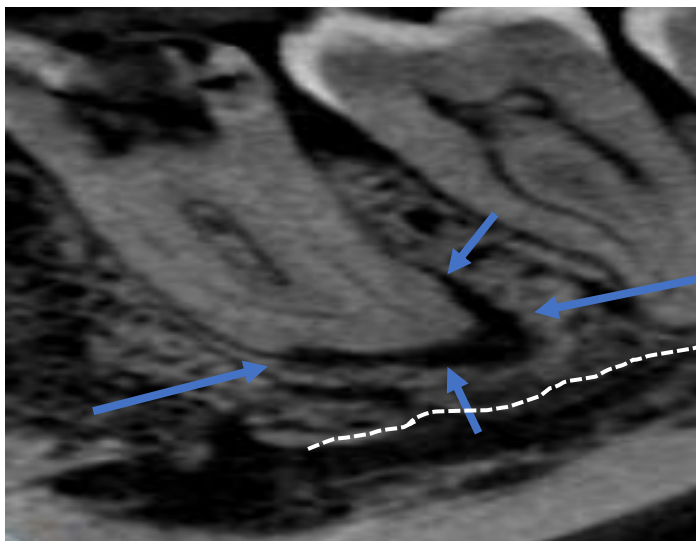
Imagen de CBCT, en la que podemos apreciar zona radiolúcida periapical en el 36I (flechas azules) y en la que hemos marcado el límite superior del NDI (líneas blancas).
